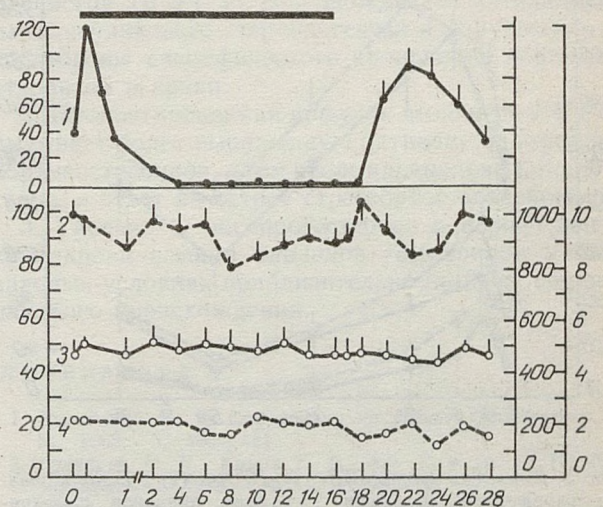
Динамика уровня Т (1), F (2), B (3) и Ald (4) в плазме периферической крови у самцов павианов гамадрилов, подвергнутых пролонгированной инфузии агонистов ЛГ-РГ ($M \pm m$).
